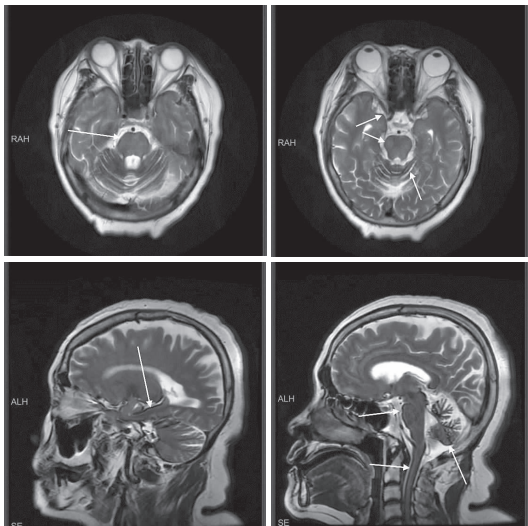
头部 MRI T₂WI 可见脑干、小脑、颞叶内侧面表面线样短 T₂ 信号(如箭头所示)
